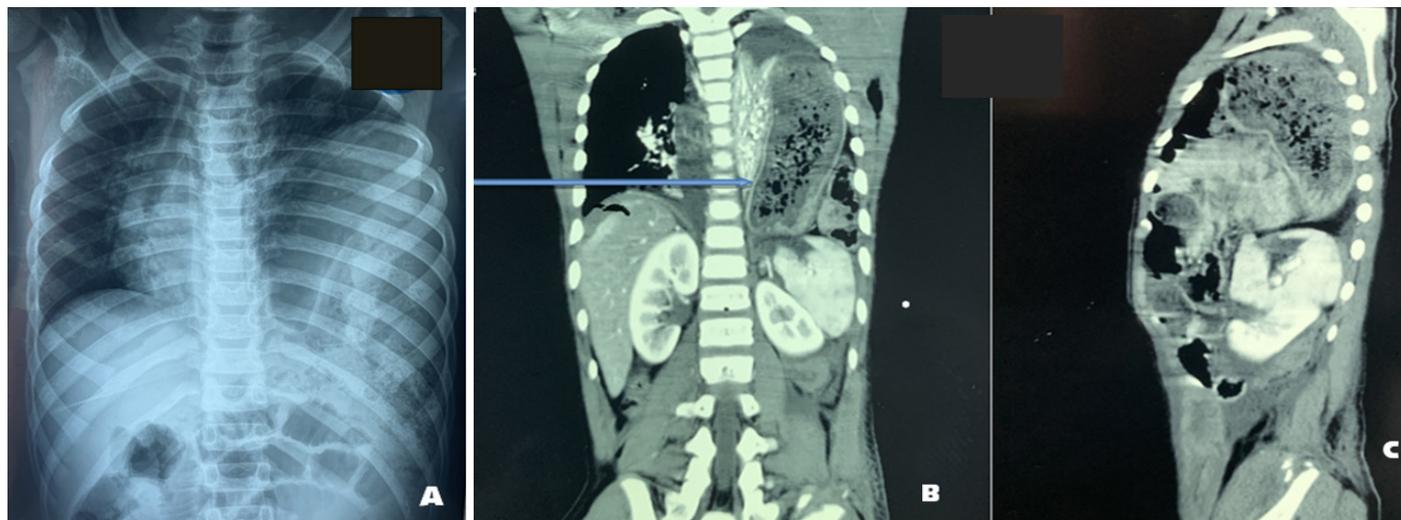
frontal chest X-ray. (1a), thoraco-abdominal computed tomography in frontal 1b and sagittal 1c section
